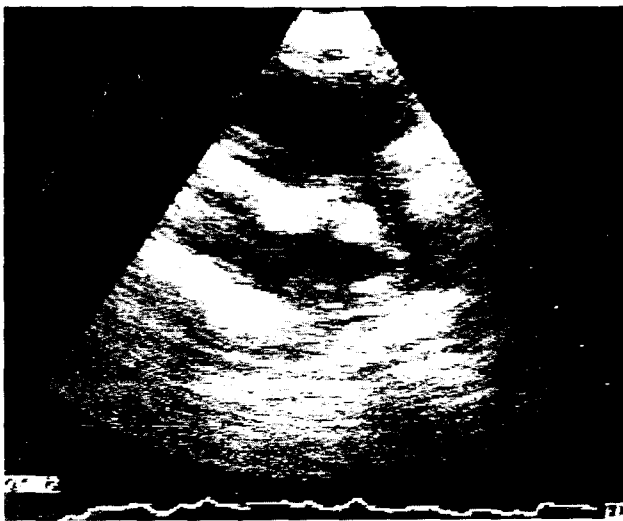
Preoperative echocardiogram
